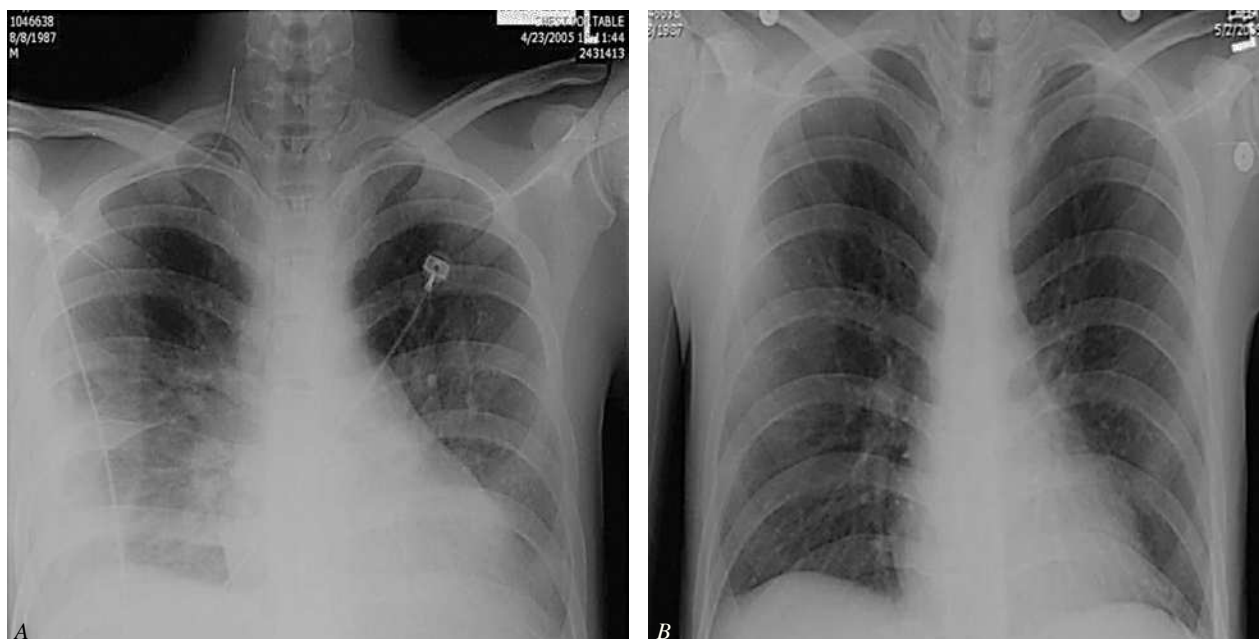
Radiografías de tórax del caso 3. A) Radiografía de tórax inicial. B) Radiografía de tórax después de la infusión de infliximab.
